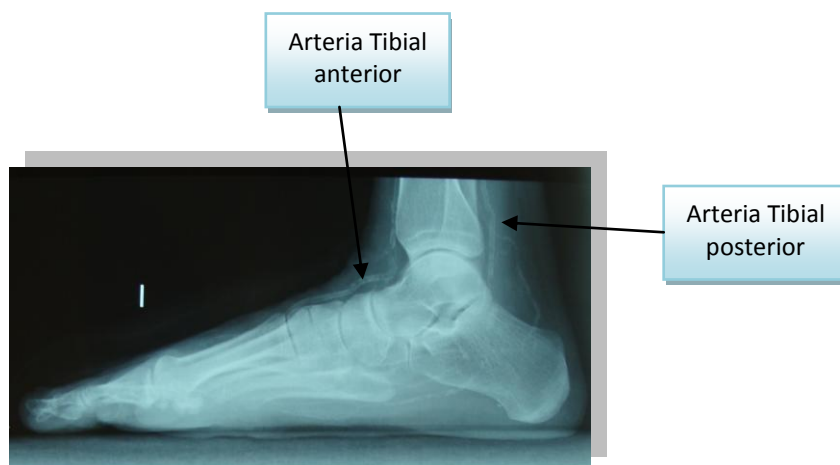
Radiografía lateral en carga del pie izquierdo de un paciente diabético donde se observa la presencia de calcificación arterial en la arteria tibial anterior y tibial posterior.
